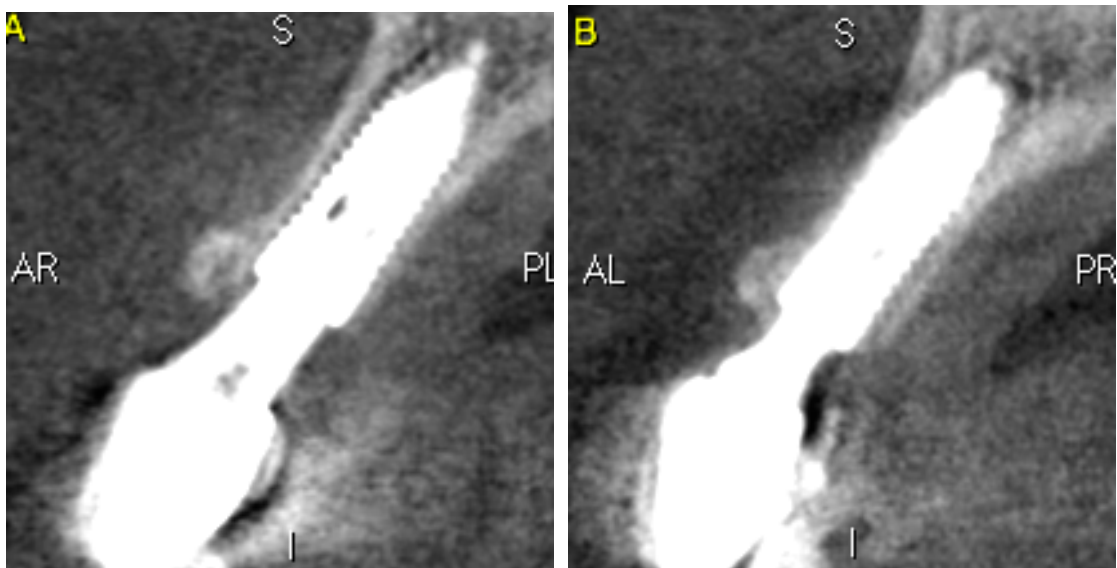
Tomografia de controle aos 18 meses. Observar estabilidade óssea periimplantar (12 e 22, respectivamente).
